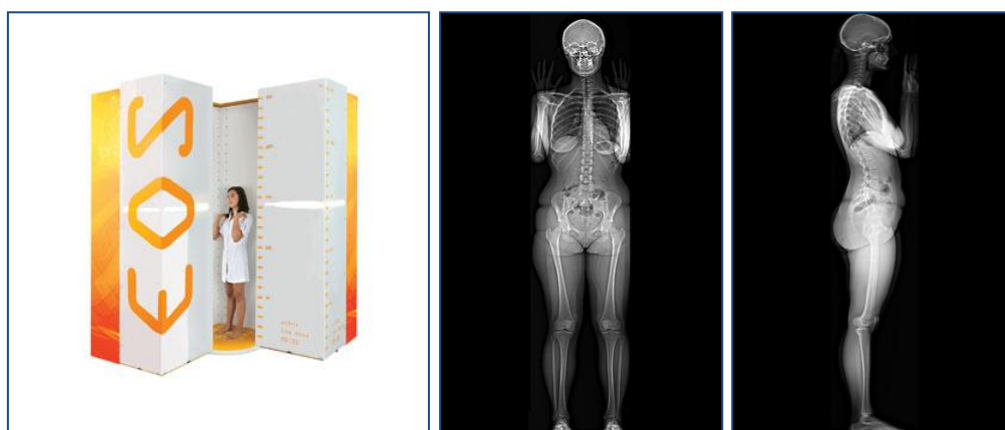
Radiographie face et profil obtenue à partir du système EOS (www.eos.com)
